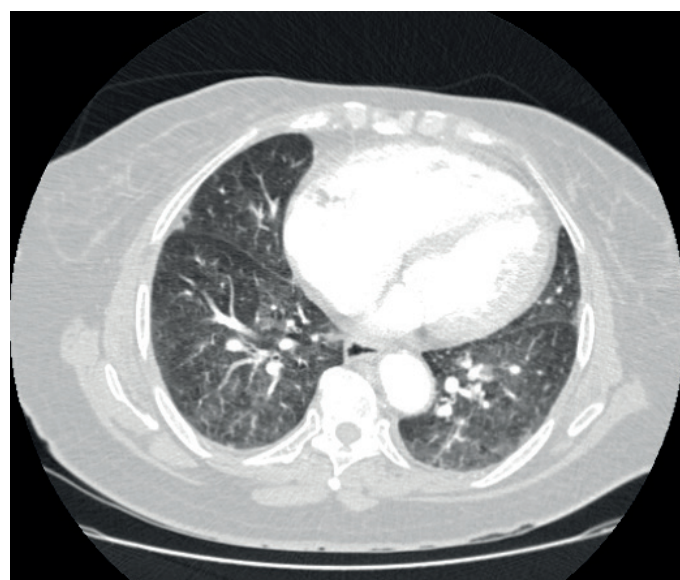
TC tórax com cardiomegalia sobretudo devido à dilatação das cavidades direitas e ingurgitamento dos vasos periféricos
